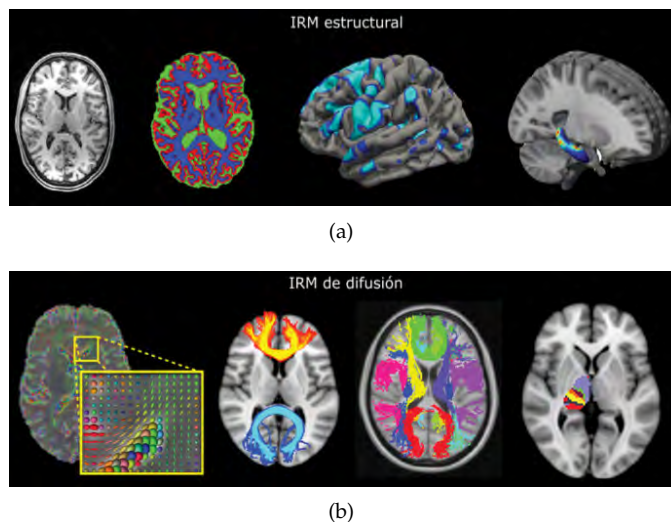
Modalidades de análisis de las MRIs: (a) estructurales y (b) de difusión. En la figura (a) se tiene de izquierda a derecha la MRI con corte axial con tejido extracerebral, el resultado de una segmentación de materia blanca, gris y CSF, el volumen correspondiente a una región y el volumen de una región visualizada en un corte sagital inclinado, respectivamente. Mientras que en la figura (b), se tiene primero el mapa de los tensores, dos fibras seleccionadas, el conjunto de distintas fibras en las últimas dos MRI. Fuente: [Jenkinson and Chappell, 2018](Modificado)
